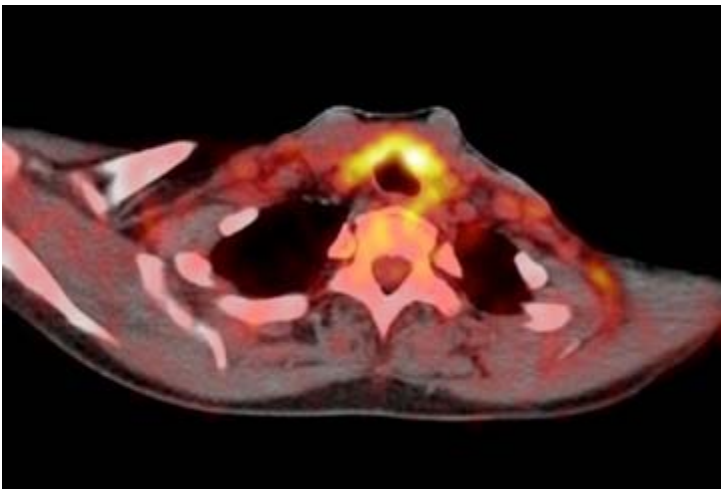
area di aumentata attività metabolica in corrispondenza dell'ispessimento della parete antero-laterale della trachea nel tratto sottoglottideo (SUV max 4.37).
